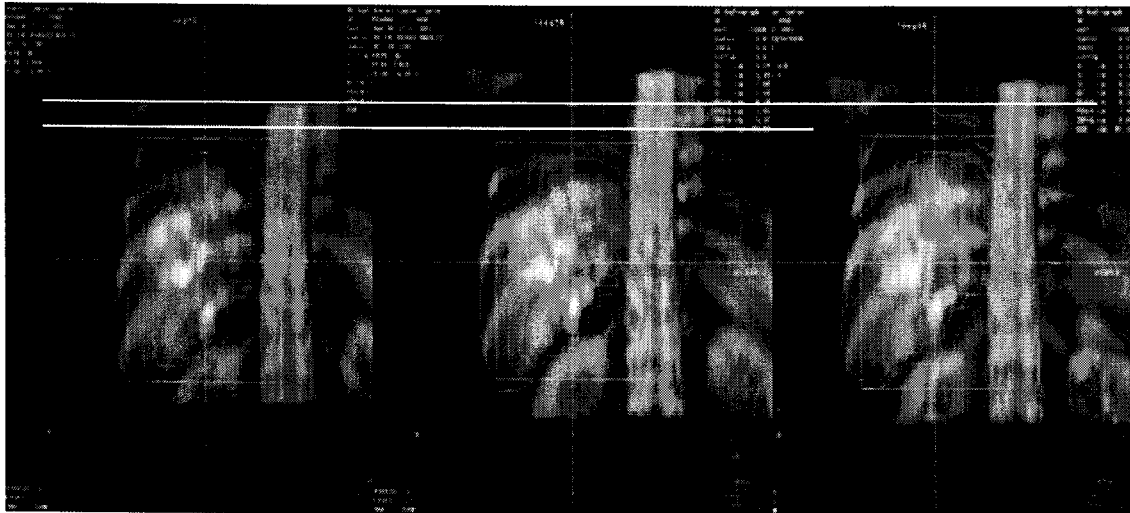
GTV and Liver at the breathing free, inhale and exhale phases projected onto the digitally reconstructed radiography (DRR). Right view : exhalation CT data, Middle view : breathing free CT data, Left view : inhalation CT data
